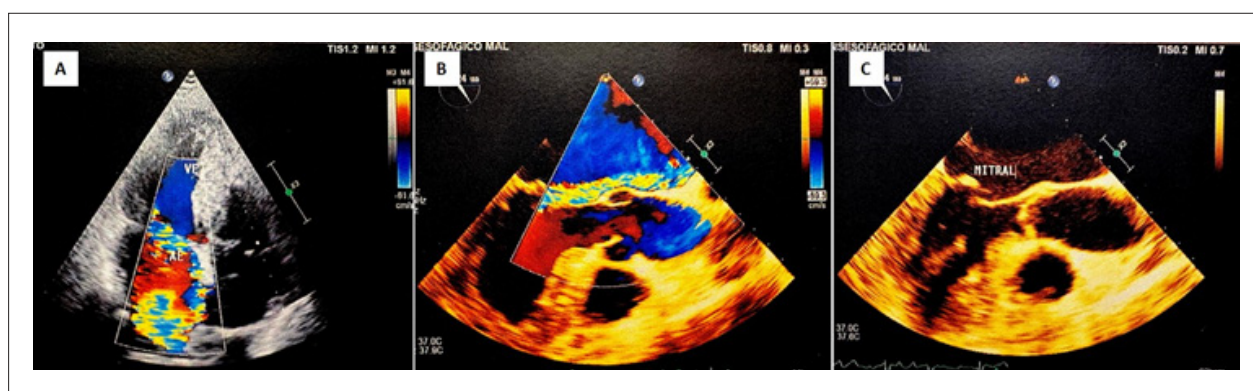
Ecocardiograma transesofágico pré-operatório. (A) e (B): RM excêntrica de grau importante. (C): Prolapso da valva mitral com degeneração mixomatosa e rotura parcial de cordoalhas (flail) do folheto posterior (segmento P2).
